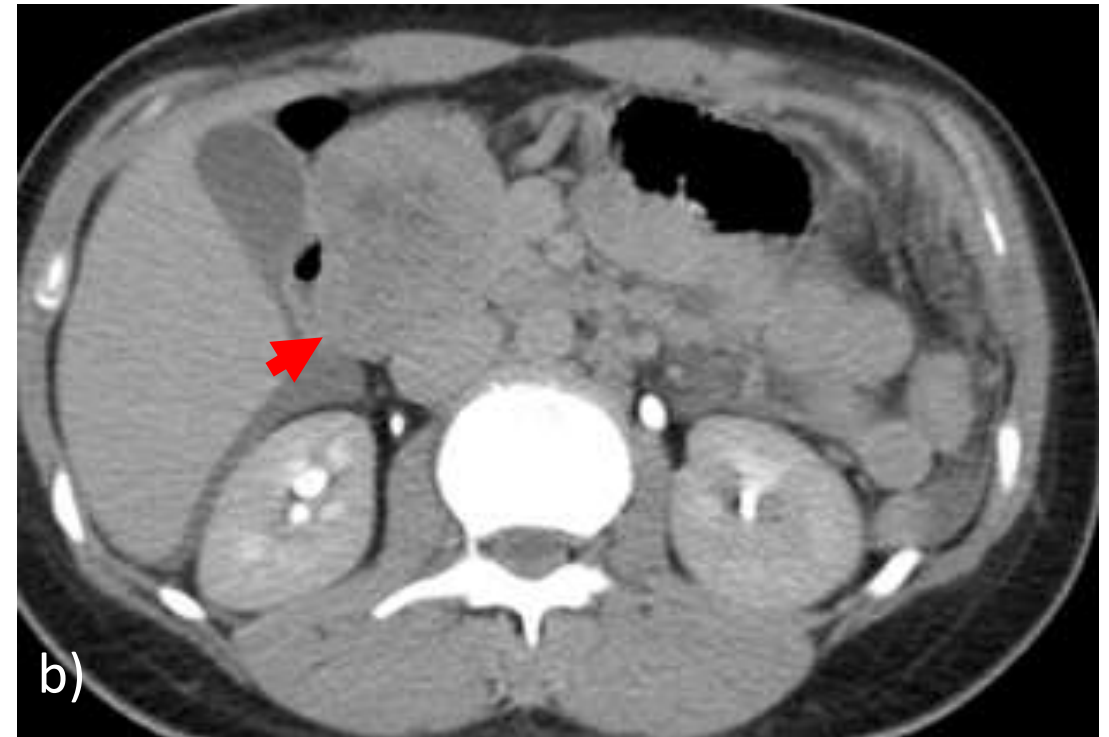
Patrón radiológico sólido. a) ecografía: lesión hipoecoica heterogénea con respecto al parénquima pancreático; b) TC en fase tardía: realce heterogéneo con áreas hipodensas.
